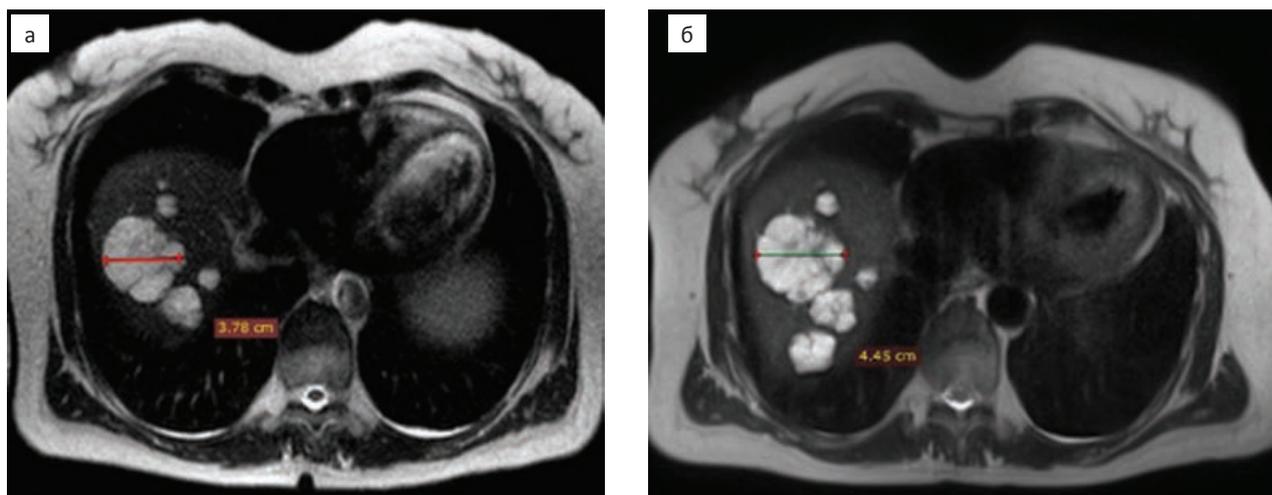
МРТ органов брюшной полости в динамике (пояснения в тексте): а — T₂-ВИ HASTE, аксиальная плоскость, 21.06.2017; б — T₂-ВИ HASTE, аксиальная плоскость, 07.04.2018
